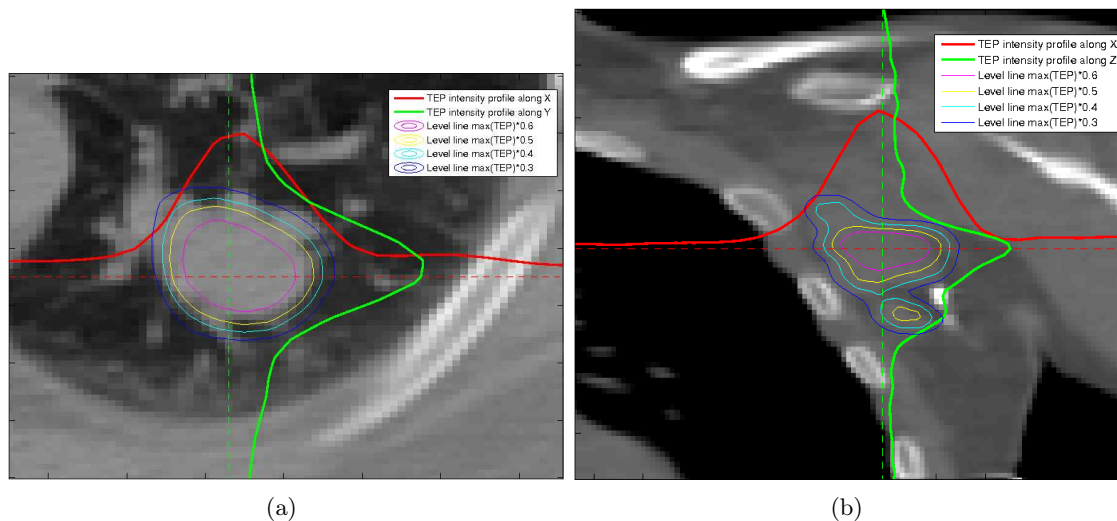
Profils d'intensités TEP superposés à des images TDM pour : (a) une tumeur pulmonaire et (b) un ganglion lymphatique infecté. Les lignes de niveau de l'intensité de l'image TEP sont tracées pour des valeurs s'échelonnant de  $0,6 \times \max(\text{TEP})$  en magenta à  $0,3 \times \max(\text{TEP})$  en bleu.
